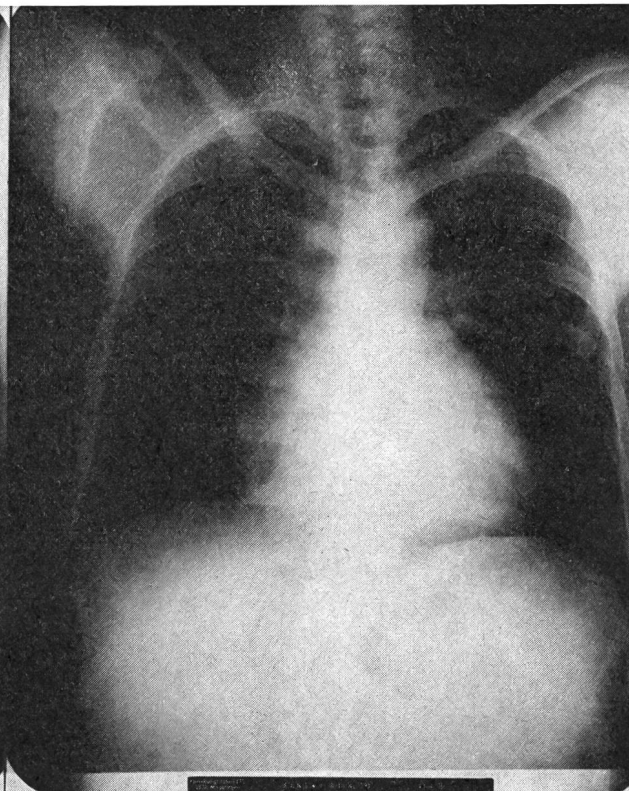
Radiographies du thorax: à gauche, homme non entraîné, à droite, coureur de marathon.
